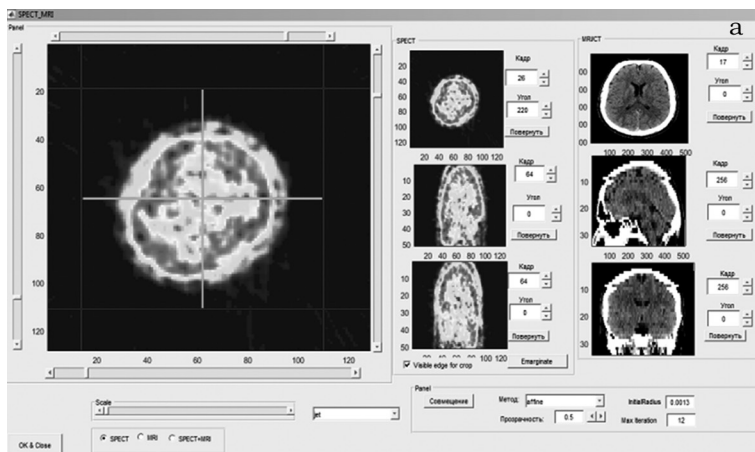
Программное обеспечение обработки и анализа сцинтиграфических данных: а – экранная форма модуля стандартизации ОФЭКТ-изображения; б – пример атласного среза ОФЭКТ
